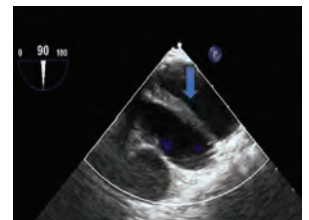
Transesophageal echocardiography shows dissection of ascending aorta (Blue arrow).
